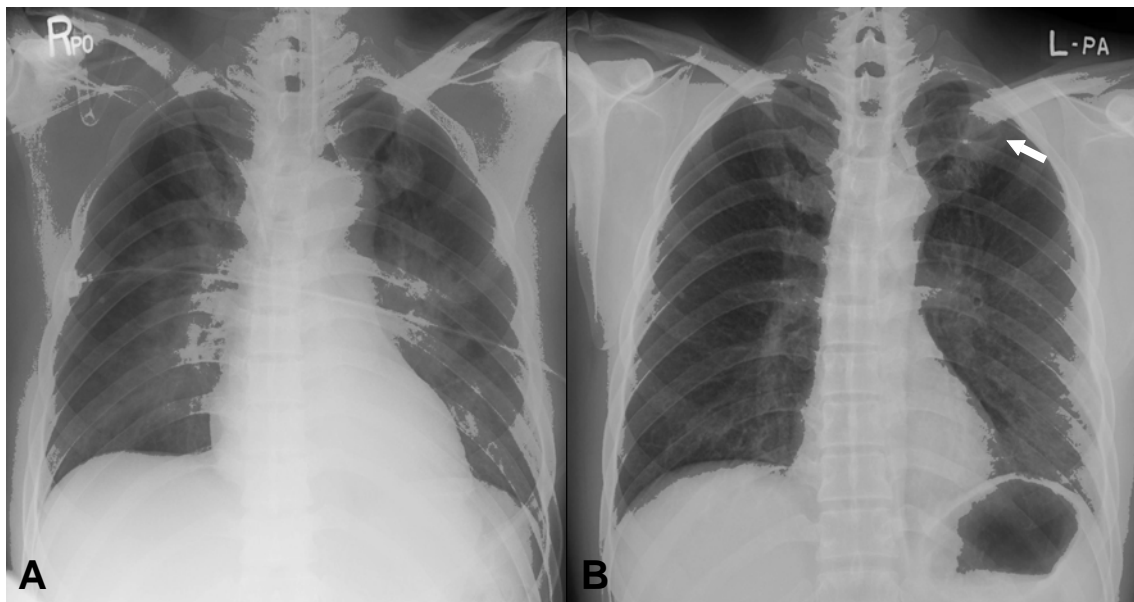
Chest radiography in 44-year-old man who had inhalation injury. A. Chest X-ray on admission showed alveolar and interstitial edema with normal cardiac size, distributed in both perihilar and both lower lung zones. B. One month later, chest X-ray showed improvement of interstitial edema and new cavitary lesion (arrow) in the left upper lung.
